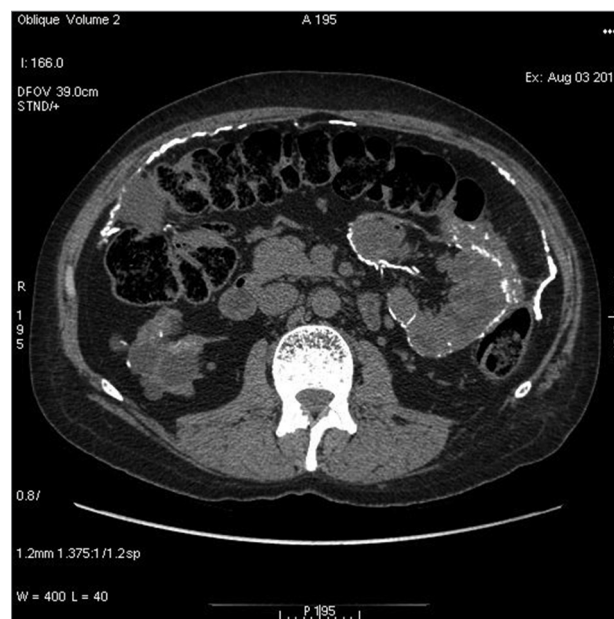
Tomografia computadorizada de abdome - Calcificação em peritônio.
